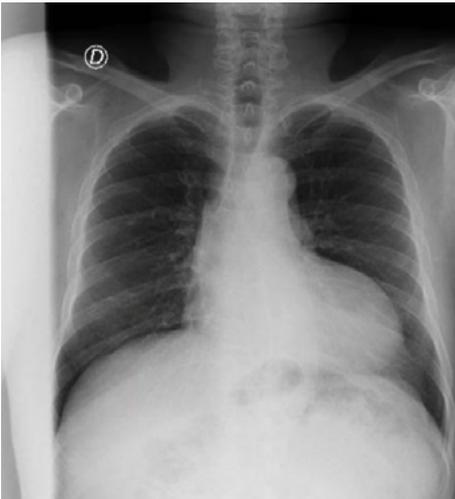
Radiografía AP torácica del paciente
